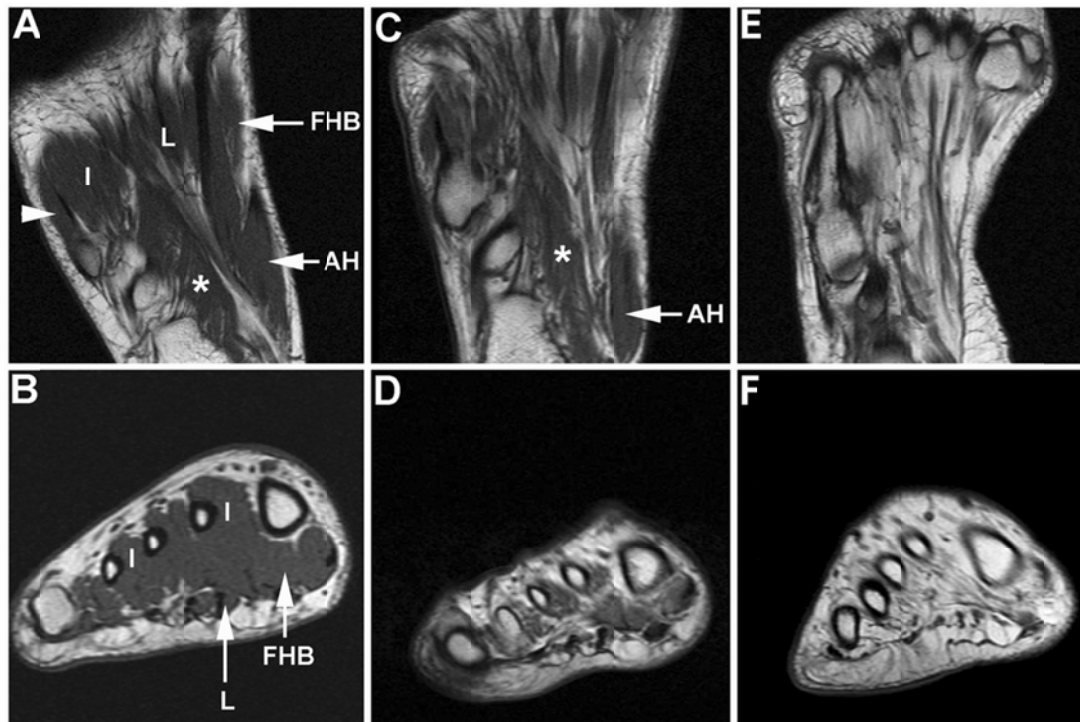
Imágenes RM ponderadas en T1 de la musculatura del pie en un sujeto control (A, B), y en pacientes de CMT1A con semiología mínima (FDS, 0; CMTNS, 2) (C y D) o moderada (FDS, 2; CMTNS, 12) (E, F); todas las imágenes fueron obtenidas en los mismos niveles de los ejes largos y cortos de los pies¹³⁴. (A) Los músculos normales identificados en esta imagen axial son los siguientes: lumbricales (L), interóseos (I), flexor hallucis brevis (FHB), abductor hallucis (AH), flexor digitorum accessorius (asterisco) y flexor digiti minimi brevis (punta de flecha). (B) En esta imagen coronal se identifican los lumbricales (L), interóseos (I) y el flexor hallucis brevis (FHB). (C, D) Nótese una evidente pero no total infiltración grasa de los músculos intrínsecos, salvo el AH y flexor digitorum accessorius (asterisco) que están preservados; la musculatura de la pierna (no mostrada; ver figura 4 en la referencia 134) era normal. (E, F) Comparado con el caso previo, obsérvese una infiltración grasa masiva de toda la musculatura intrínseca del pie.
